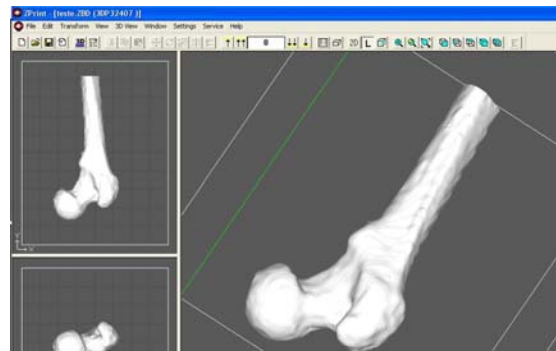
Imagem CAD obtida através de um TC.
